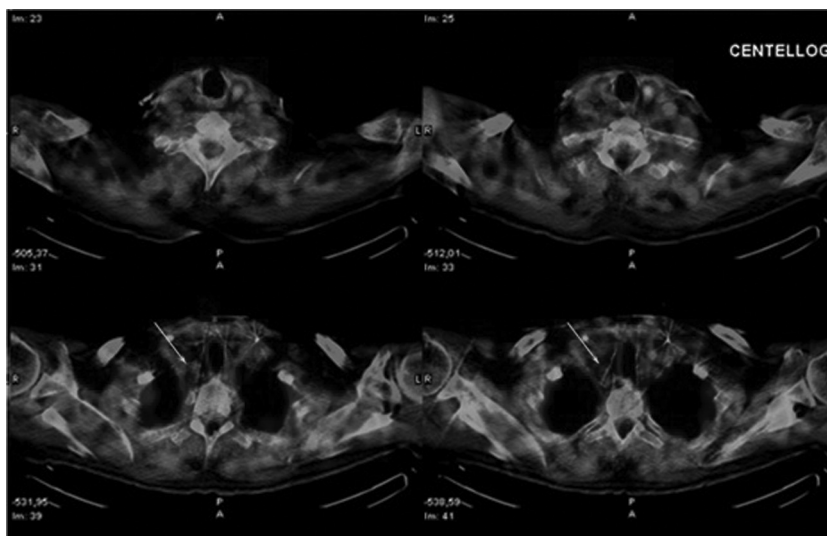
Centellograma/SPECT de paratiroides/TC con 99Tc-sestaMIBI. Foco hipercaptante sobre lesión nodular.
